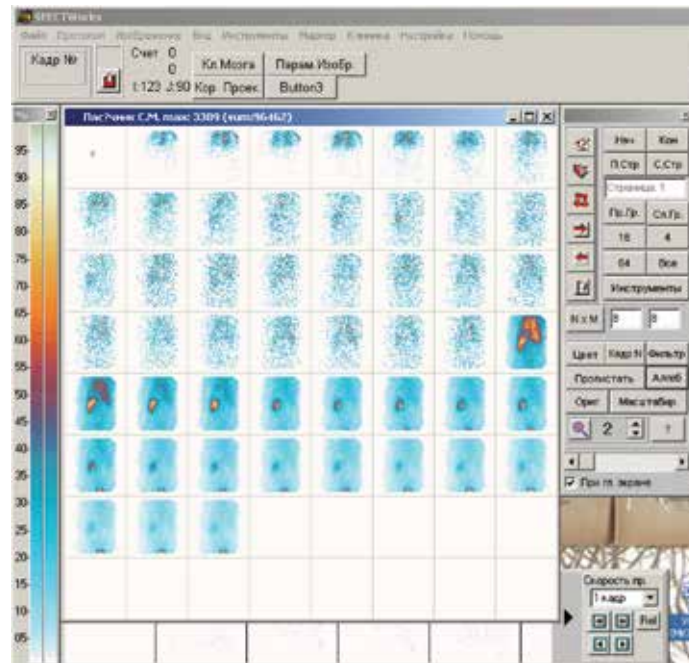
Загальна кількість кадрів динамічного дослідження: ангиографії і динамічної реносцинтиграфії
